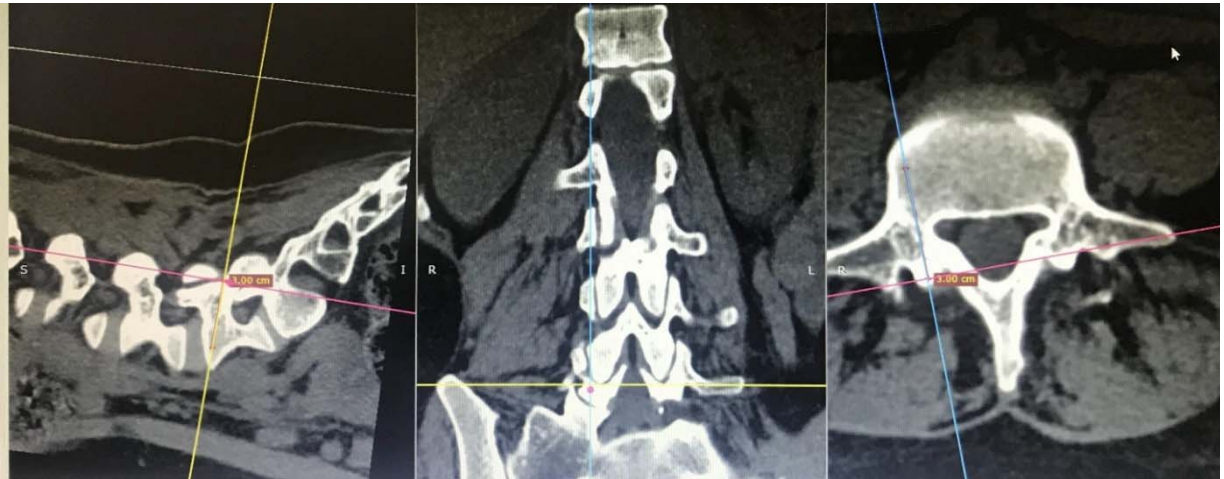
Identificarea punctului ideal de inserție al șurubului CoPd pe reconstrucțiile CT tridimensionale
